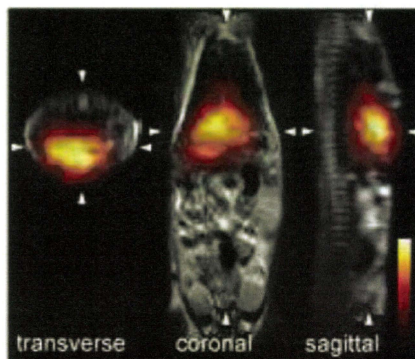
¹²³I-oxLDLの静脈内投与10分後に安楽死させたマウスのSPECT画像（MR画像との重ね合わせ）
